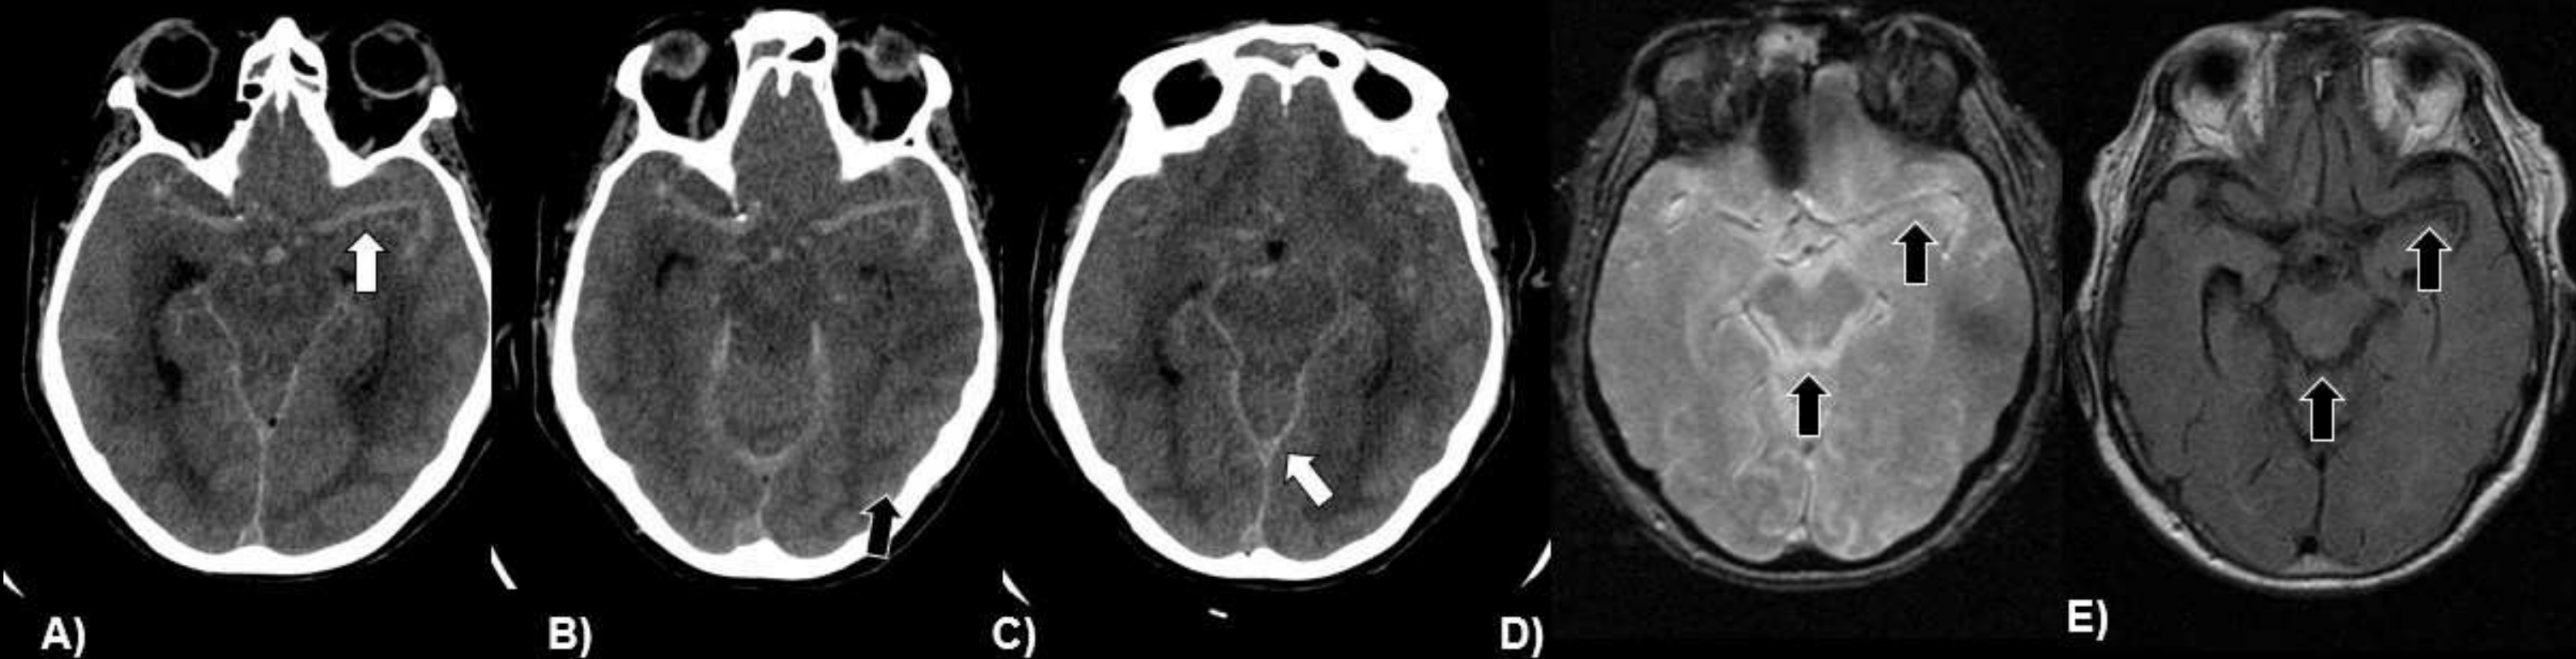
Imaging in a patient with chronic kidney disease presenting with tonic seizures, impaired consciousness, and a fixed left mydriasis. A prior multiphasic CT angiography was performed to exclude acute ischemic stroke, with no significant findings. Subsequent follow-up non-contrast CT demonstrated: (A–C) Non-contrast axial CT demonstrating sulcal effacement (black arrows), consistent with intracranial hypertension. Hyperattenuation of the basal cisterns suggesting blood products is also observed (white arrows). (D, E) Axial MR sequences (SWAN and non-contrast T1) performed hours later showing no abnormal signal in the subarachnoid or intraventricular spaces, ruling out true hemorrhage. Hyperdensities on CT were attributed to contrast-related artifact in the setting of renal failure.
